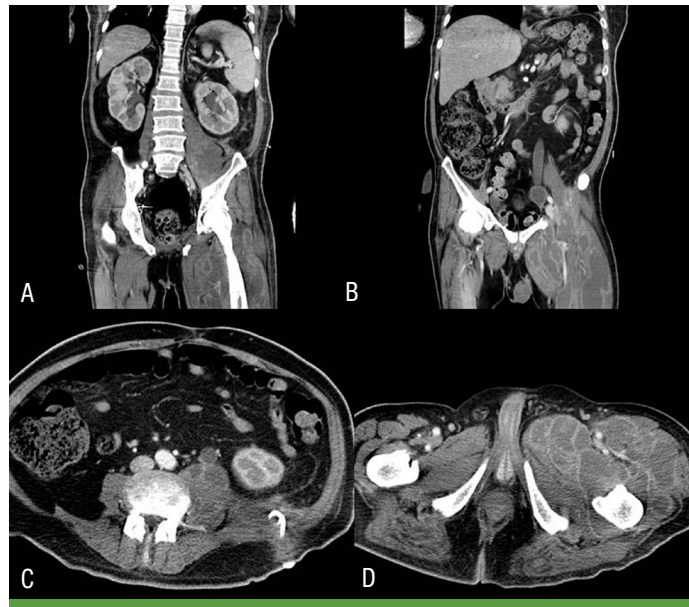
Contrast-enhanced CT scan shows improved left perinephric abscess (A, C) and newly developed multiple abscess on anterior aspect of the left upper leg (B, D) after fluconazole therapy.
